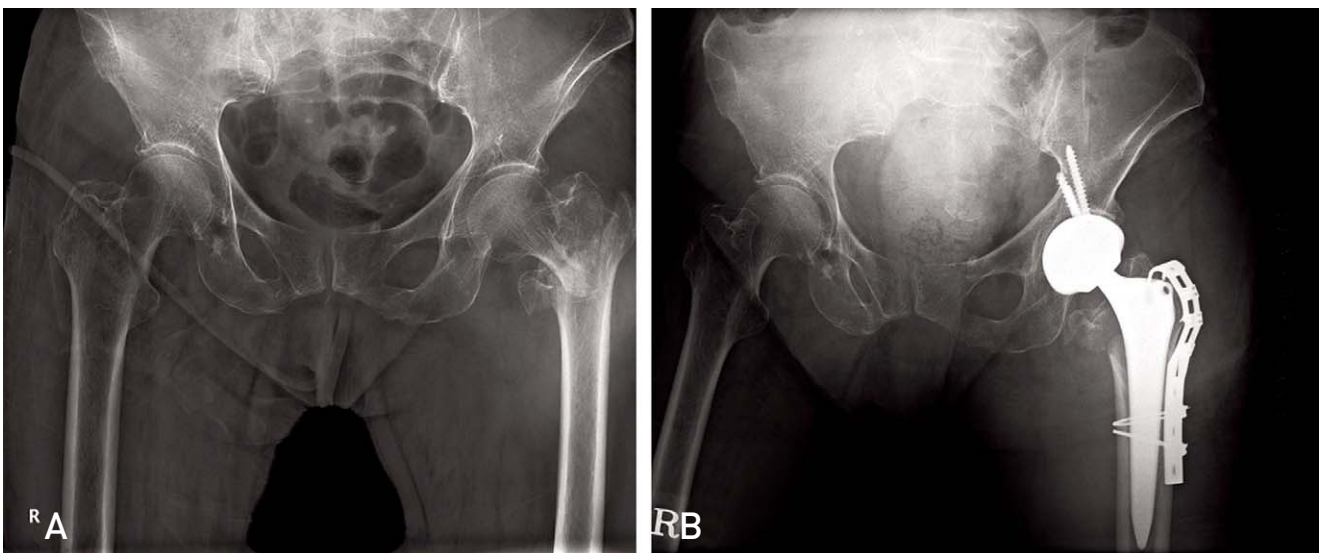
(A) Preoperative and (B) postoperative anteroposterior radiograph of the total hip.
